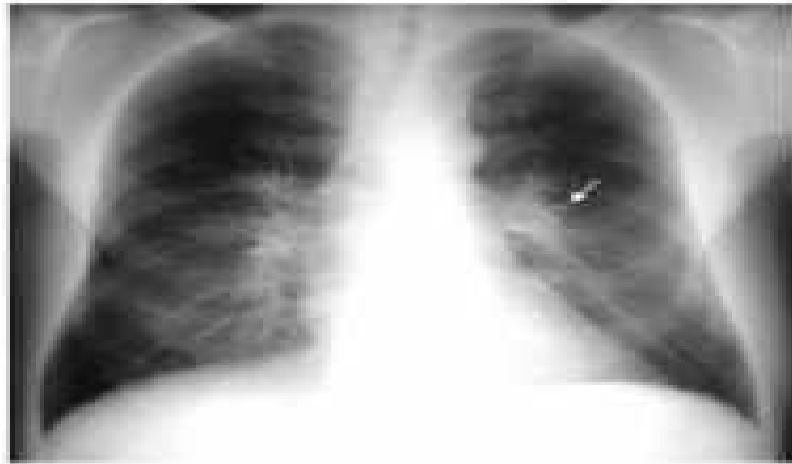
Foto toraks emfisema panasinar²³
